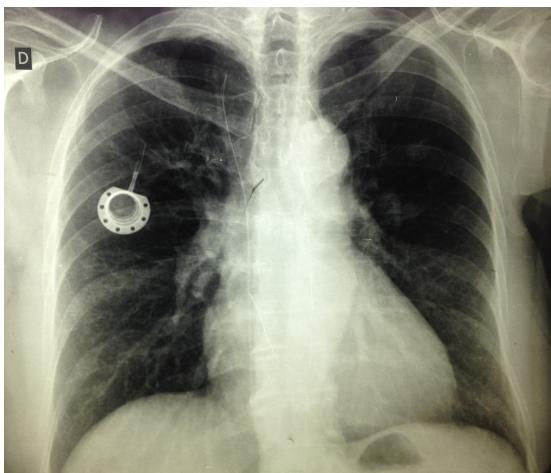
Chest X-ray showing the fragmented catheter and the reservoir in the right thorax.
